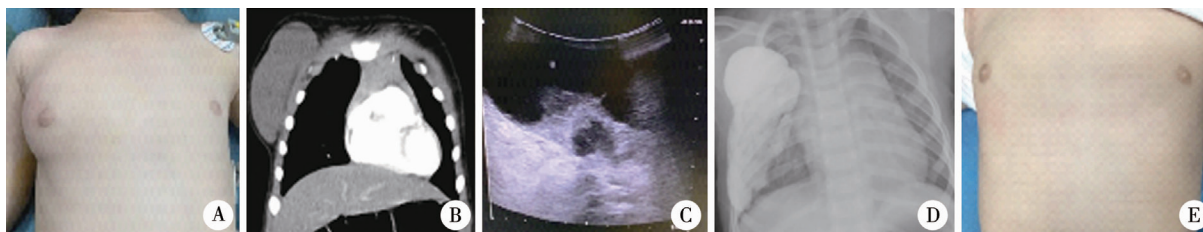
1 例 2 岁女性右侧胸部大囊型淋巴管畸形患儿照片 A:术前胸部正面观;B:术前胸部 CT 冠状位片;C:术中超声引导图,可见注射器针尖;D:术后床旁正位 X 线片,囊腔向下延伸,边界清晰,未见药物溢出;E:术后 6 周胸部正面观,肿块明显缩小
